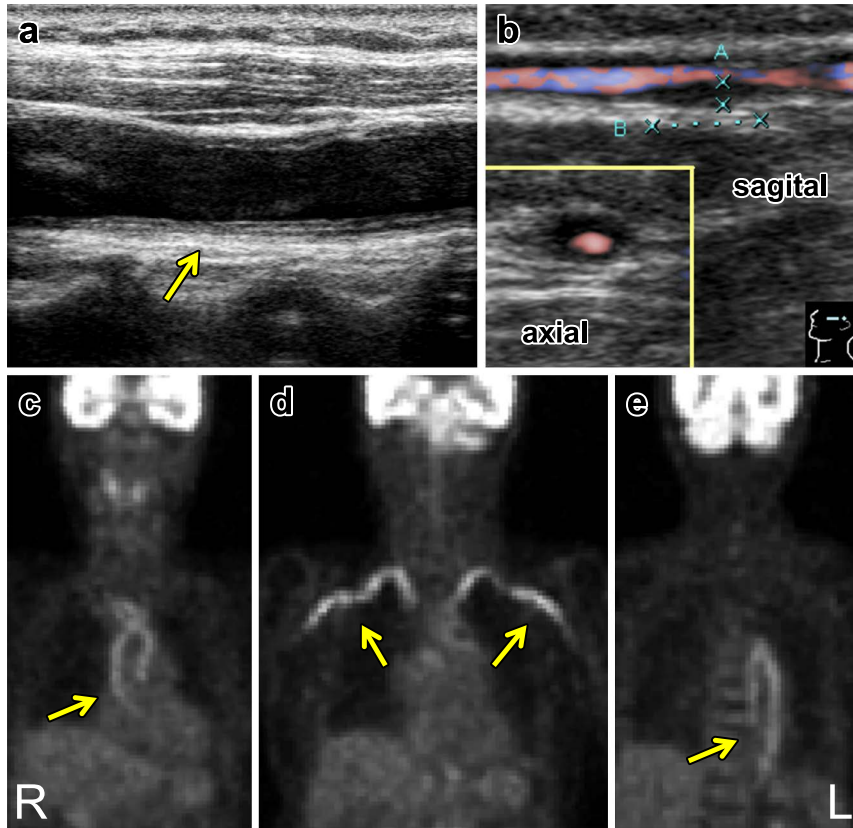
Ultrasonography and  $^{18}\text{F}$ -FDG PET study.
